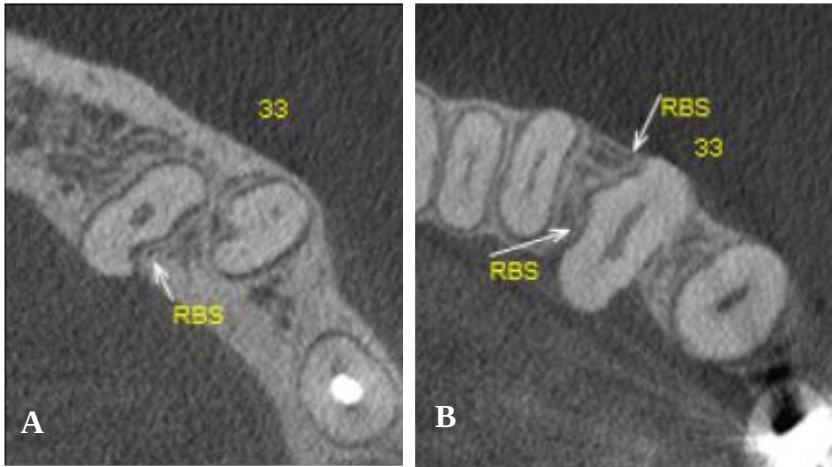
cortes transversais da tomografia computadorizada cone beam após 8 meses da terapia endodôntica. A- Seta indicando a reabsorção na face distal e presença de ligamento. B- Seta indicando reabsorção na face mesial e presença de ligamento circundando o dente.
